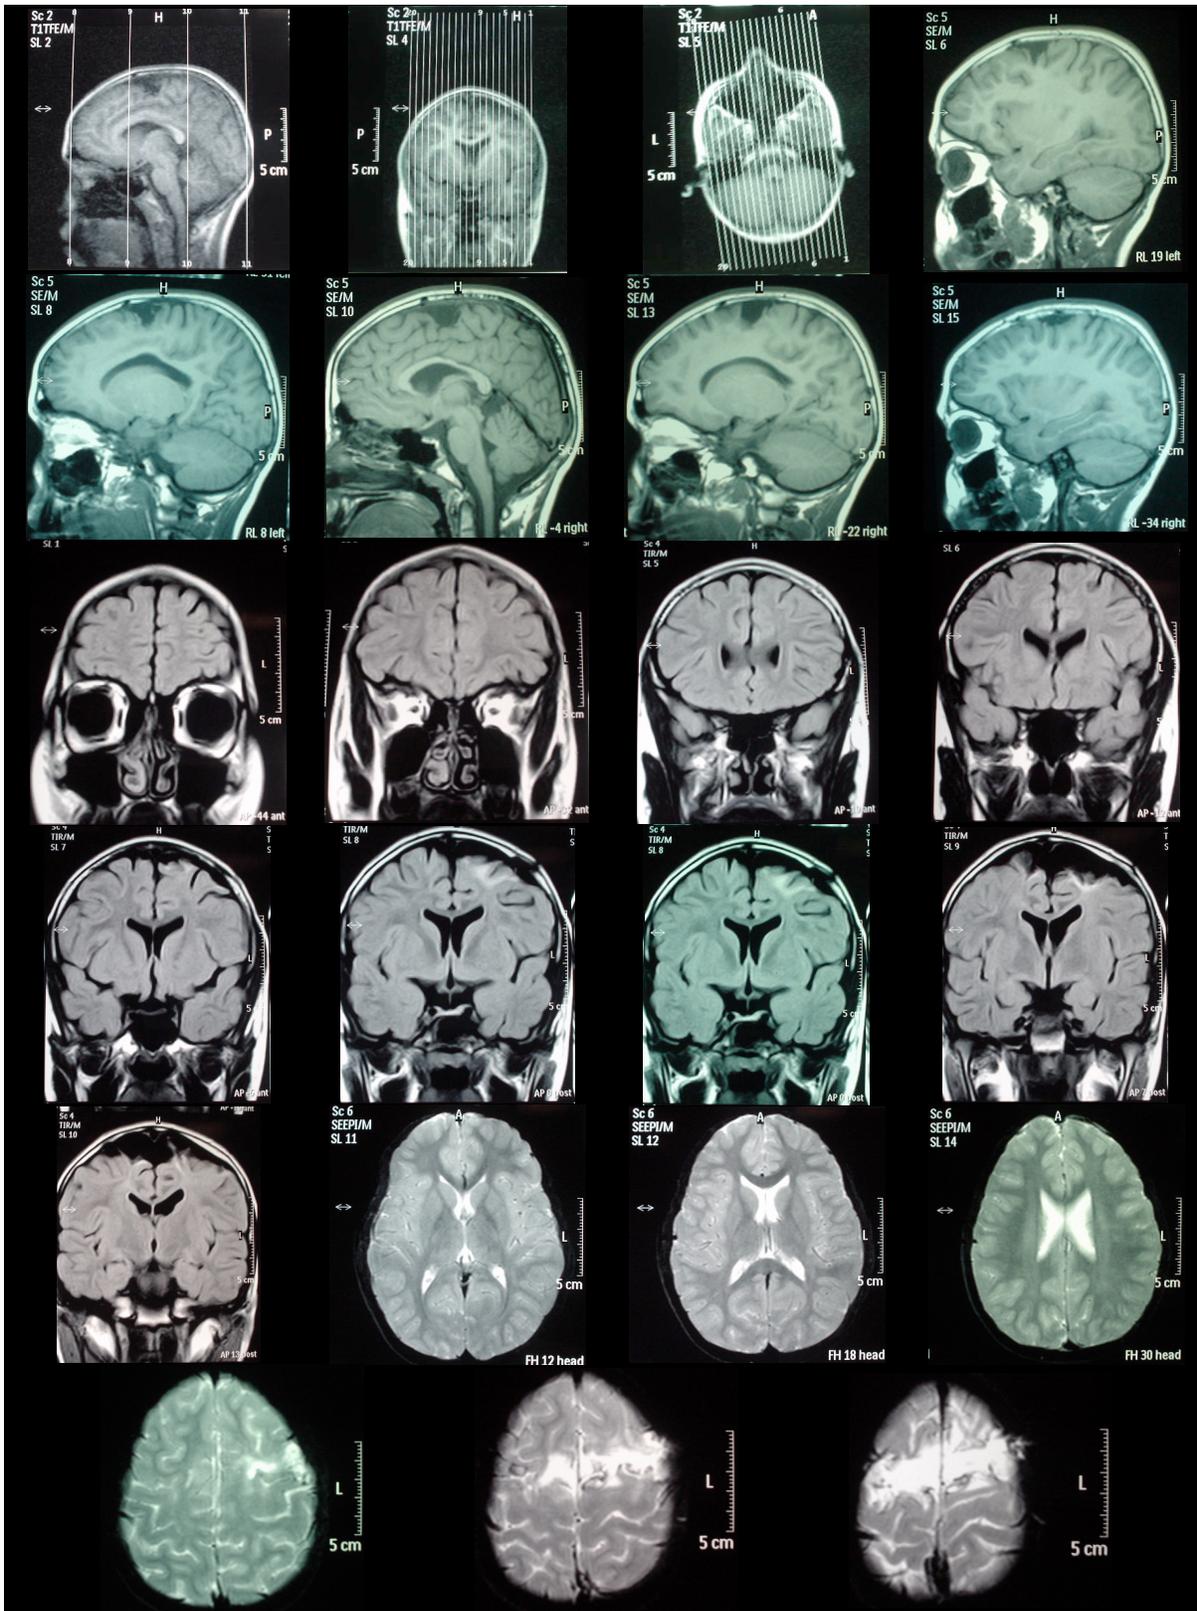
RM del mes de junio del 2004.
